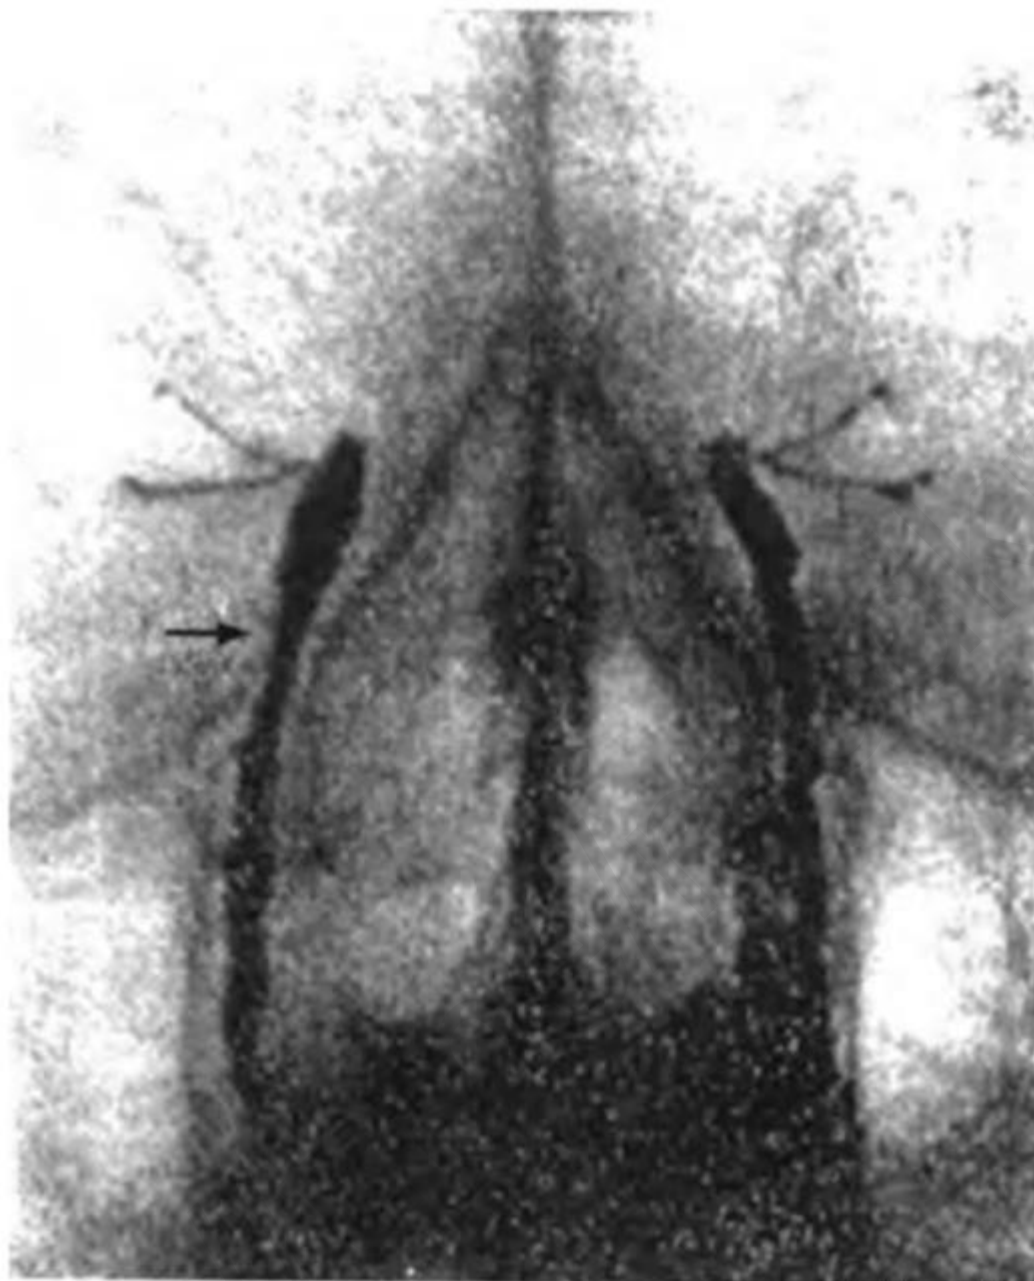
Рентгенограмма слезоотводящих путей (из: Архангельский В.Н., 1960)
